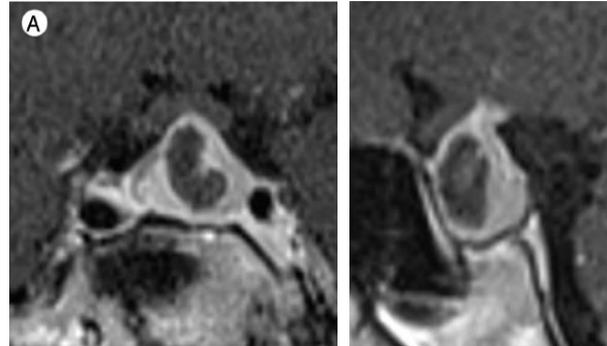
IRM hypophysaire retrouvant une lésion hypophysaire hétérogène à extension suprasellaire, à gauche en coupe coronale, à droite en coupe sagittale.
